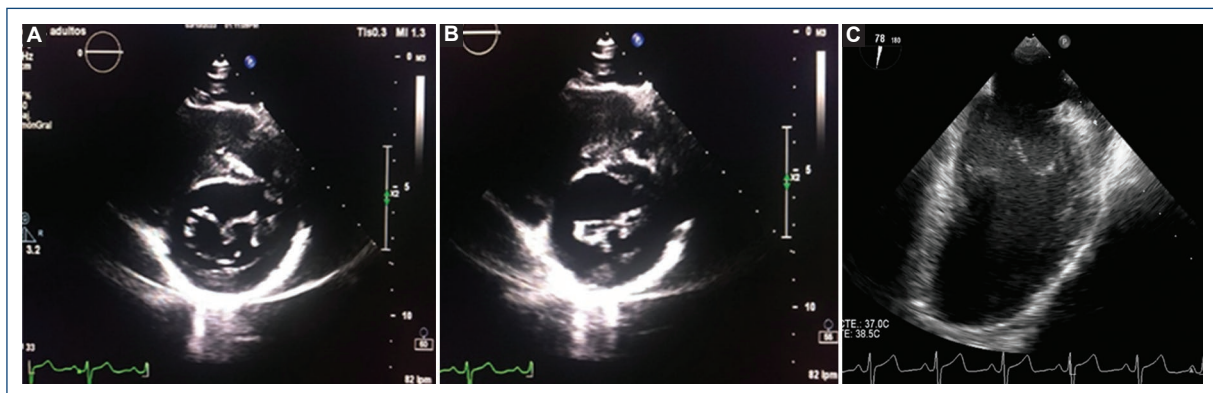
Ecocardiograma transtorácico en eje corto paraesternal izquierdo a nivel de válvula auriculoventricular, donde se observa: doble orificio mitral en (A) diástole ventricular, así como (B) en sístole ventricular. C: ecocardiograma transesofágico medio, en diástole ventricular en cuatro cámaras, donde se observa imagen de doble apertura de la válvula mitral.
